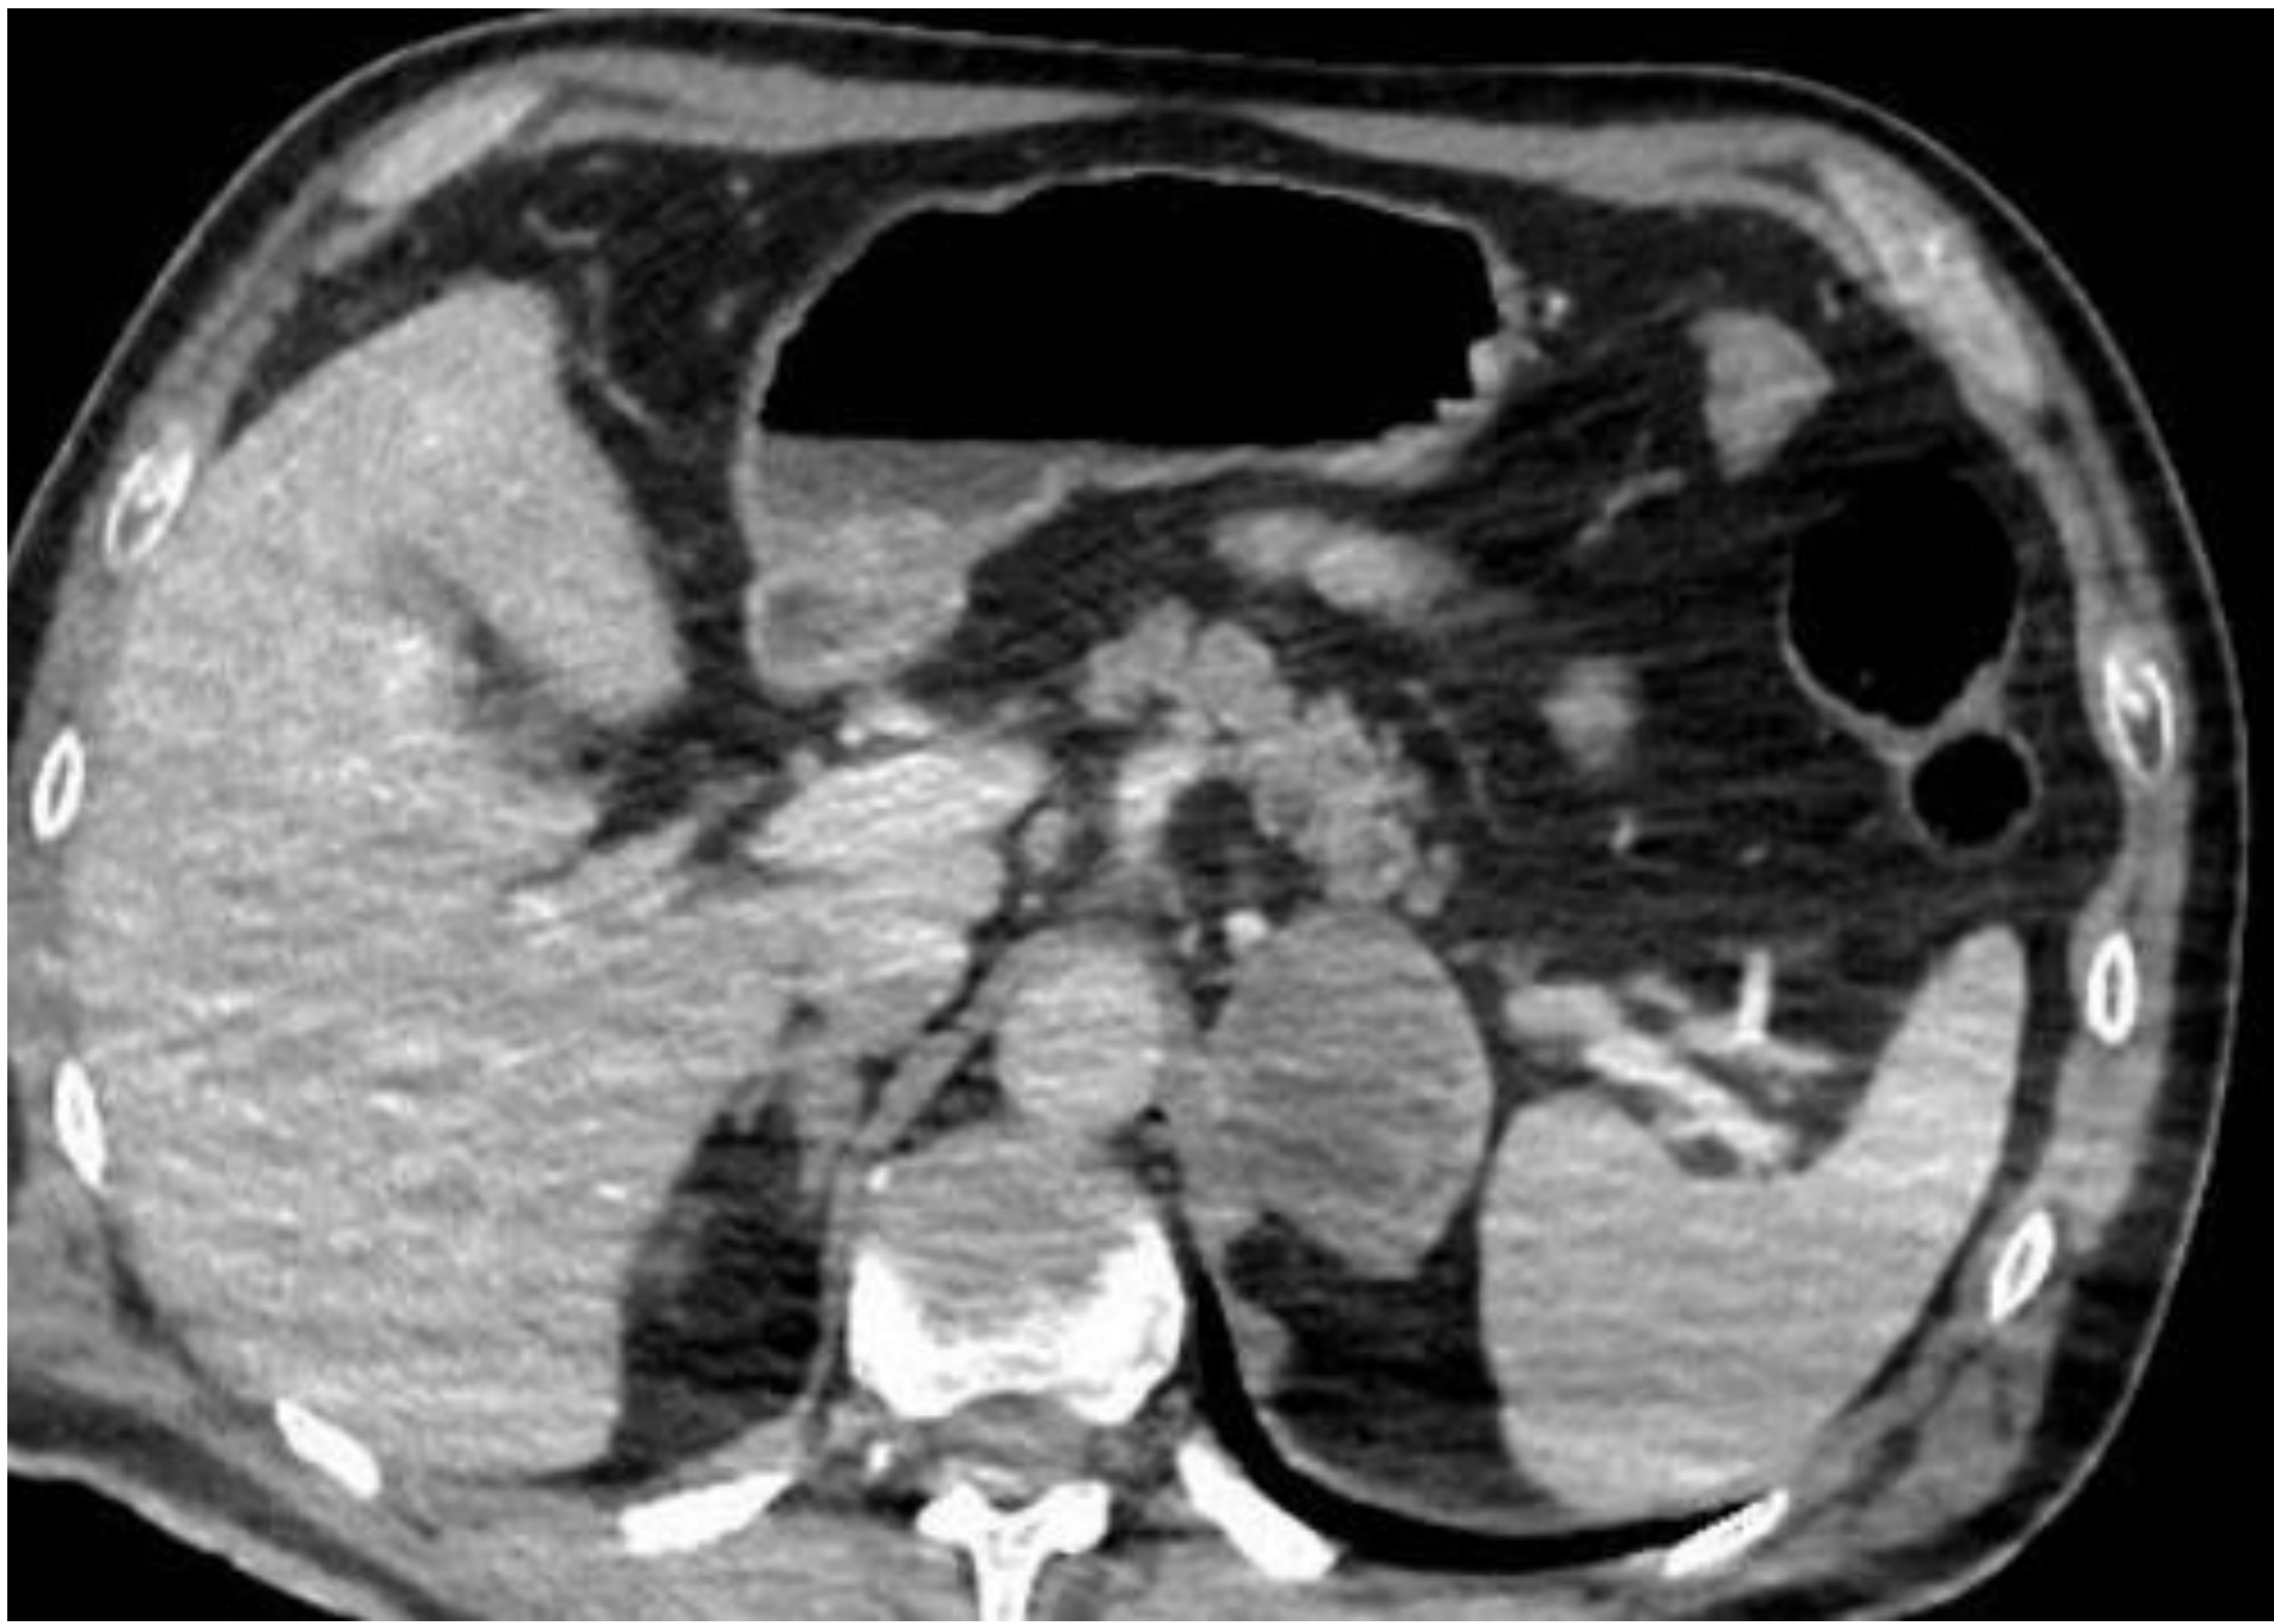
Corte axial de TC abdominopélvico con contraste IV realizado a un varón de 53 años por dolor abdominal, donde se visualiza masa suprarrenal izquierda que fue diagnosticada histológicamente de adenoma atípico suprarrenal.
